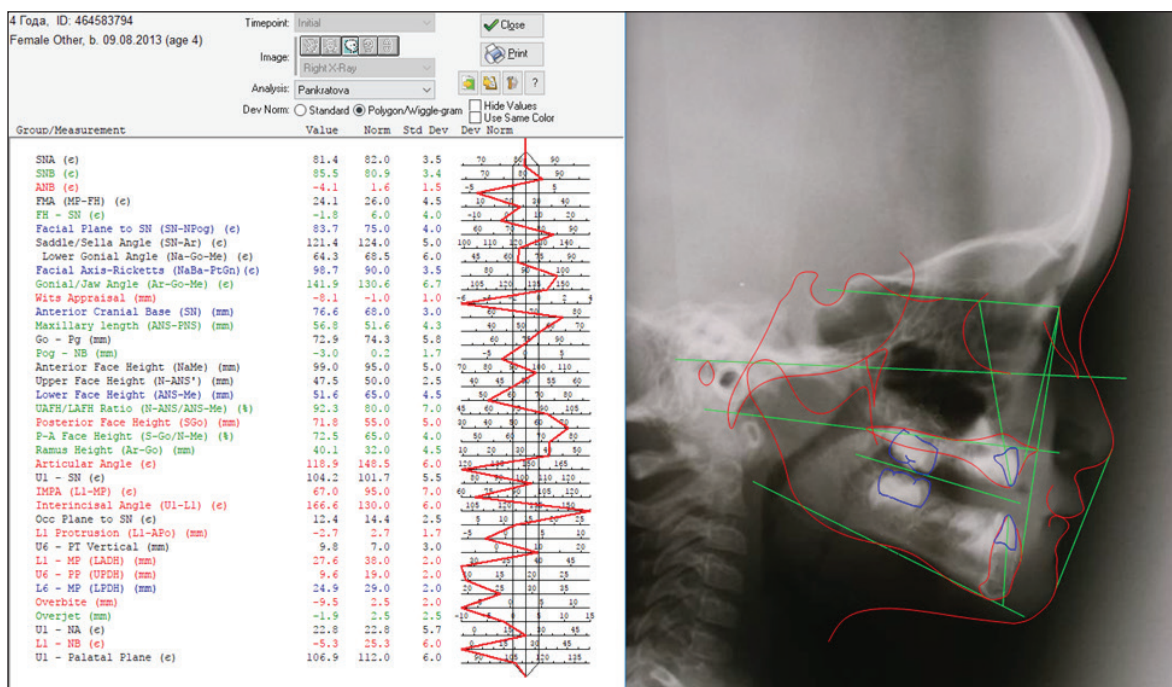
Телерентгенограмма головы в боковой проекции пациентки М., 4 года.
